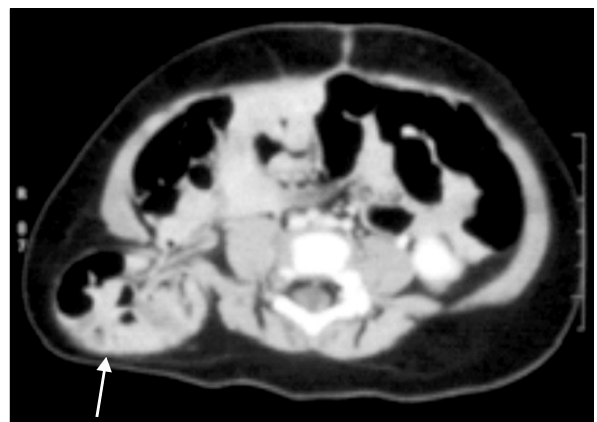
Contrast enhanced CT at the level of lumbar triangle reveals intestinal herniation through the defect of lumbar triangle (arrow).
